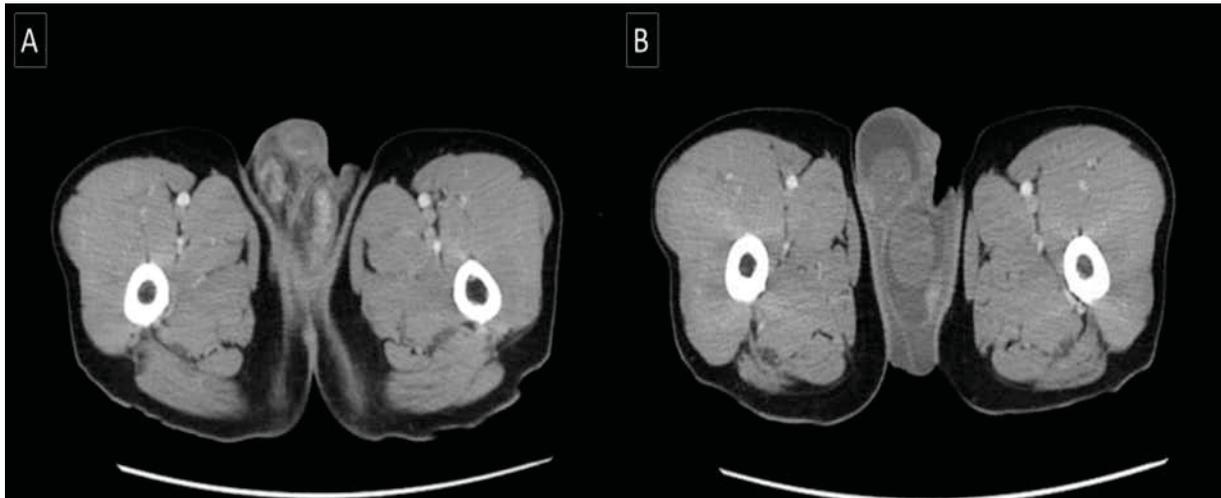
Contrast-enhanced computed tomography of Scrotum. A: Swelling of left epididymis. B: No abnormal findings in bilateral testes.
